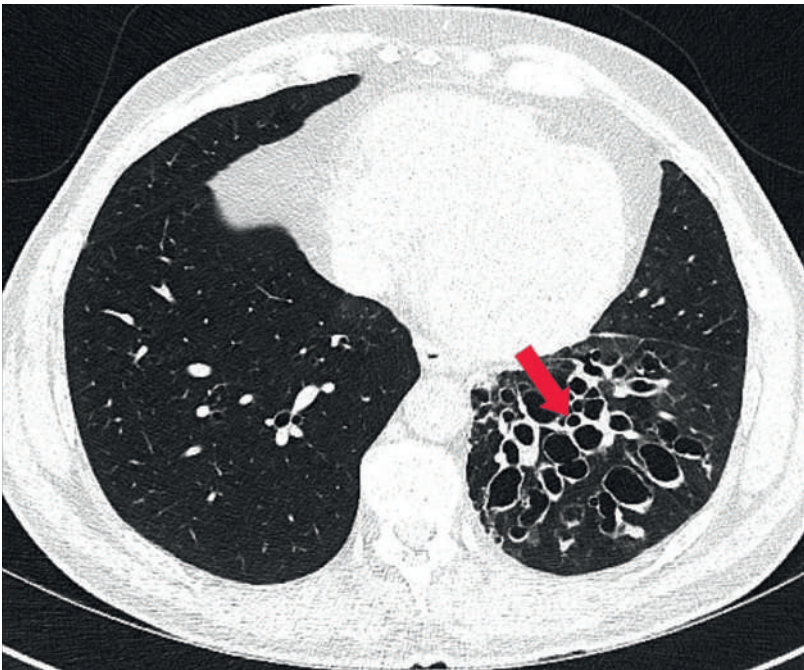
Thorax-Computertomographie mit lokalisiertem Befund im linken Unterlappen (Pfeil).
